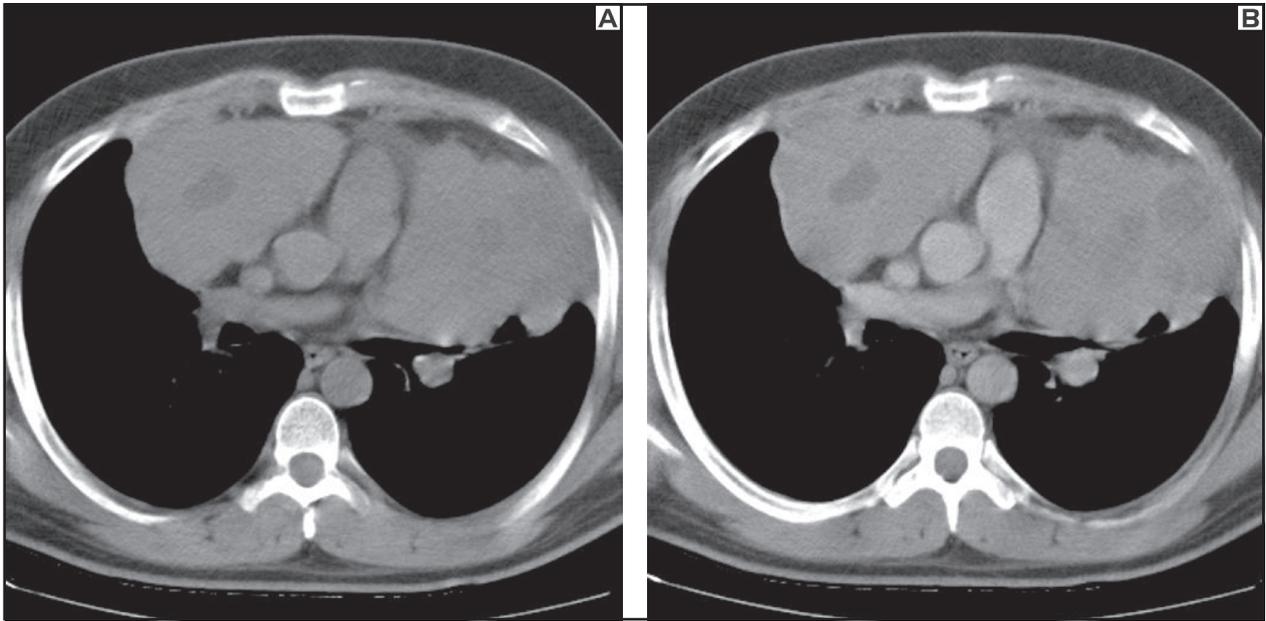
Tomografia computadorizada de tórax em janela de mediastino, antes e após a administração de contraste venoso iodado, em um corte mais baixo, evidencia melhor as áreas localizadas de baixa atenuação, indicativas de hemorragia e/ou necrose. Mais uma vez não se observa linfonodomegalia.
